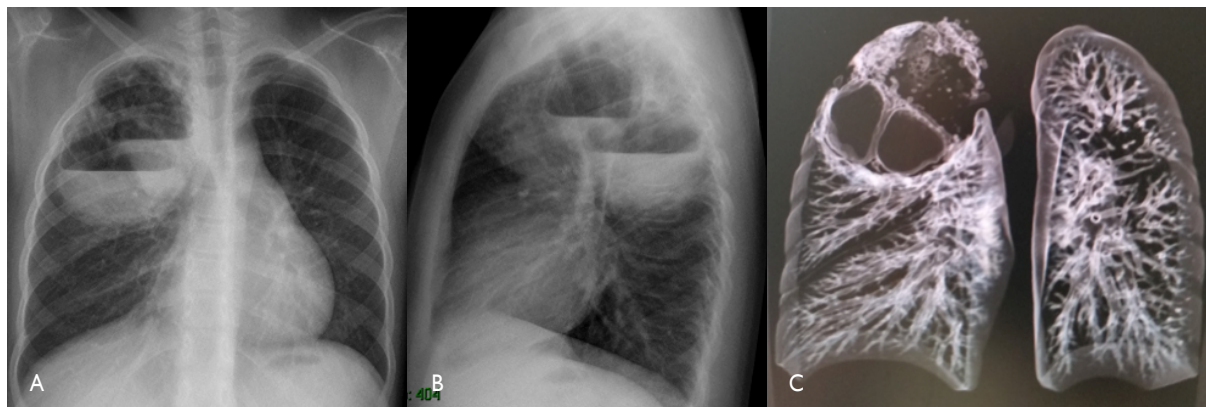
Malformación congénita de las vías aéreas pulmonares (MCPAP) tipo 1 en lóbulo superior derecho (LSD). A) Radiografía de tórax anteroposterior. B) Radiografía de tórax lateral. C) Tomografía espiral multicorte con reconstrucción 3D coronal: conglomerado multiquistico en LSD, algunas con nivel hidroaéreo.
